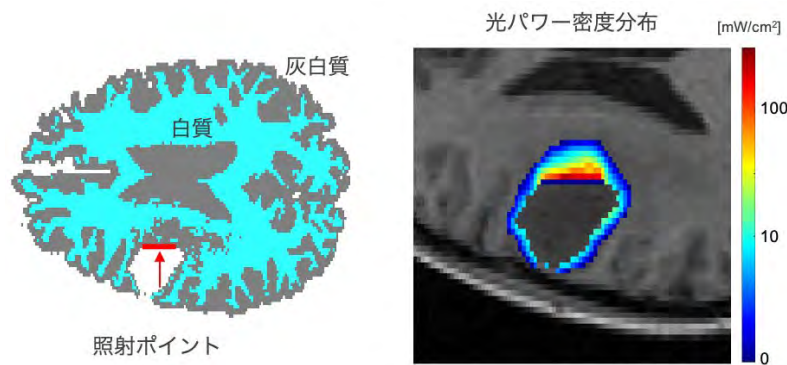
MRI データにより構築した生体組織モデルに対する光伝搬計算の例
